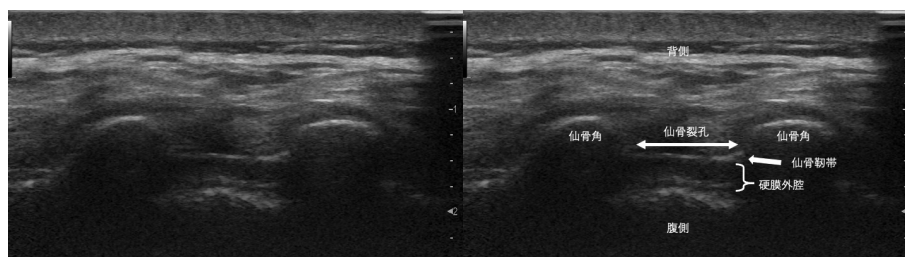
Ultrasonography (axial view).
